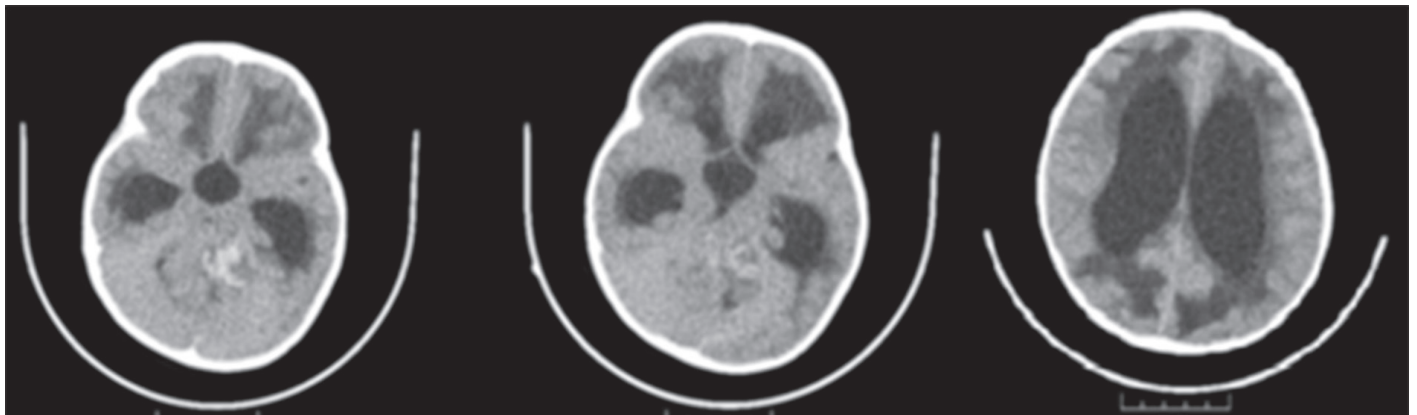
Patient's cranial computed tomography showed dilatation of third and the lateral ventricles caused by 3x4x2 cm tumor in posterior fossa, hemorrhage inside a tumor with minimal tonsillar herniation
